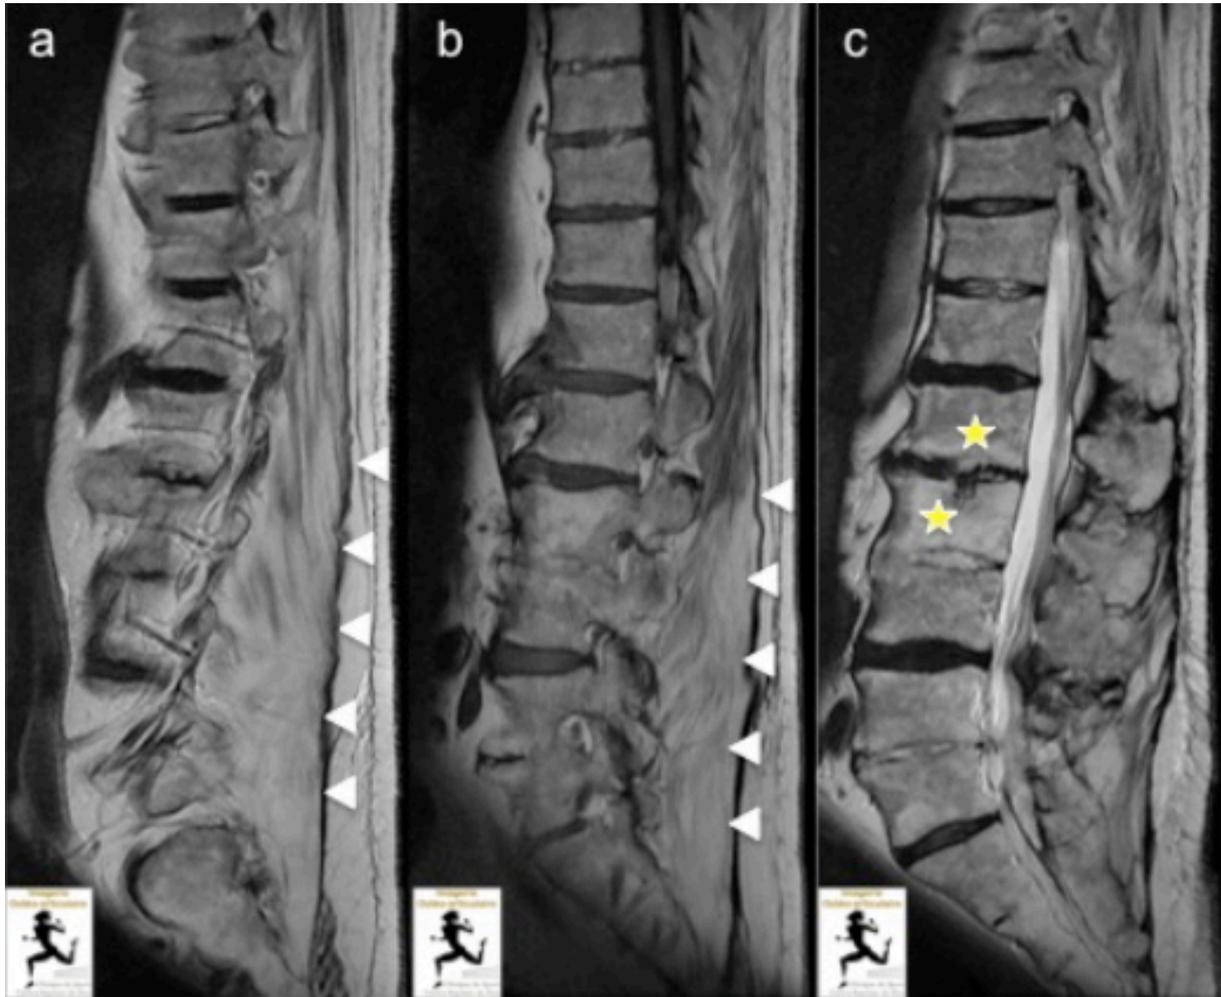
IRM du rachis lombaire en coupes sagittales paramédianes en pondération T2 (a,c) et T1 (b) : Hypersignal T1 et T2 diffus des muscles paravertébraux (têtes de flèches blanches) témoignant d'une involution graisseuse majeure et symétriques de l'ensemble des structures musculaires. Par ailleurs, on note une discarthrose et une arthrose zygapophysaire et inter-épineuse multi-étagées avec ankylose intersomatique complète L4-L5 et L2-L3 et partielle L1-L2 (étoiles jaunes) (Source : Centre d'Imagerie Ostéo-Articulaire, Clinique du Sport Bordeaux, www.image-échographie.net)
